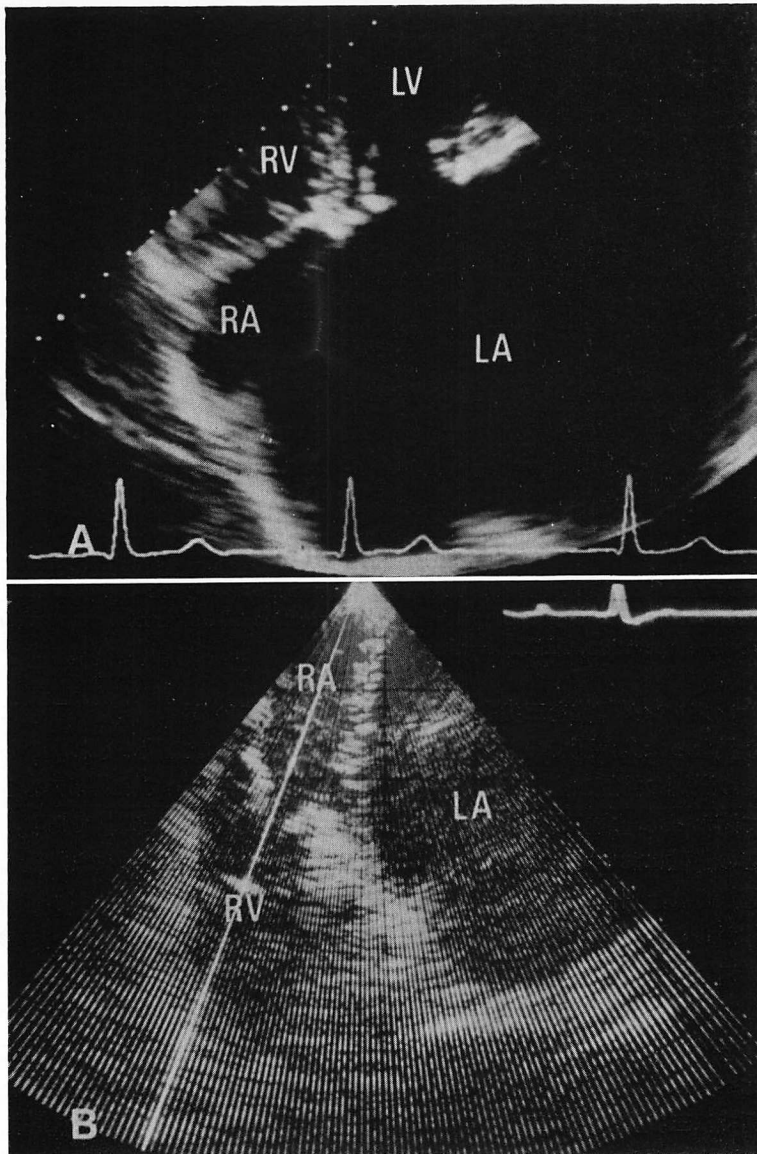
2DE recorded by parasternal approach in a 37-year-old patient (T.U) with mitral regurgitation and enlarged left atrium.
